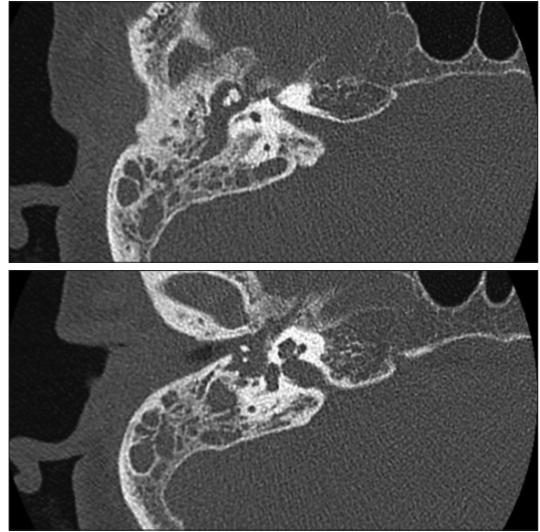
Temporal bone CT reveals diffuse soft tissue density at right middle ear cavity.
